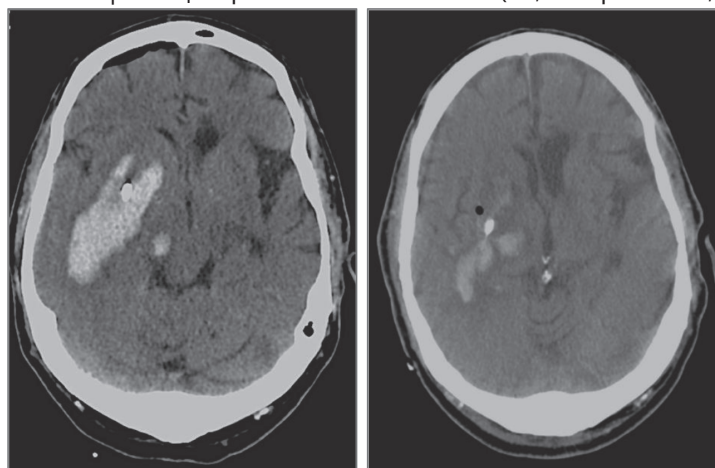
Пациент (муж.) 1969 г.р. с геморрагическим инсультом с формированием внутримозговой гематомы в проекции правого путамена. Результаты компьютерной томографии в случае до лечения (слева) и через 72 часов (справа) после тромболитической терапии с помощью rtPA (проведено в общем количестве 9 доз каждые 8 часов) и наружного дренирования гематомы. Большая часть внутримозговой гематомы удалена, но имелась остаточная гематома в виде фрагментированного сателлита, не поддающаяся дальнейшей эвакуации
